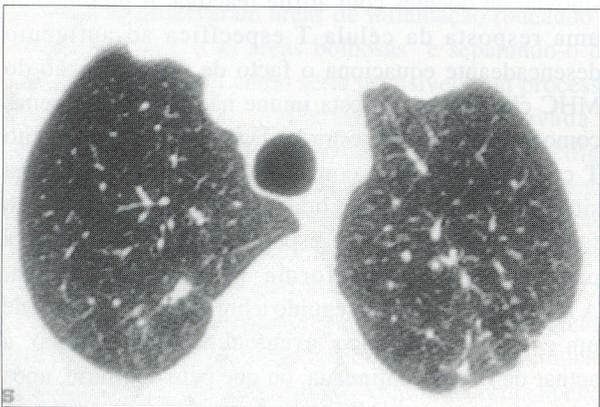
Corte de TAC revelando opacidade lineares e nodulares
